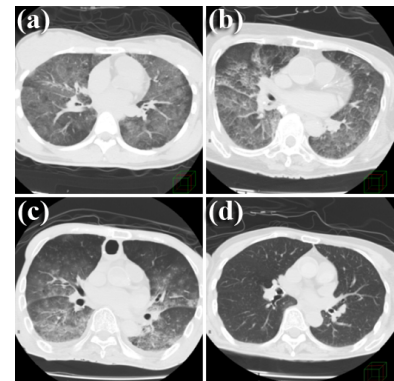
肺下葉気管支分岐レベルの死後CT それぞれ、(a)溺死、(b)窒息、(c)循環不全、および(d)低体温症の事例である。
